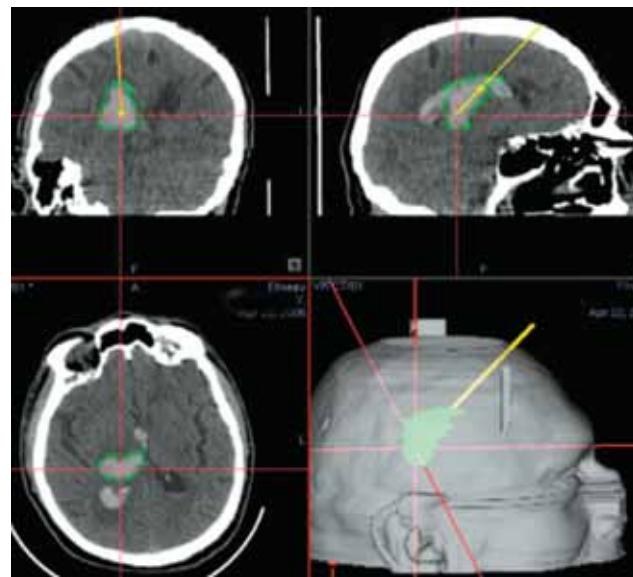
Фотография с экрана безрамной, КТ-совмещенной навигационной станции. Планирование доступа (желтая линия) для пункции и дренирования гематомы неправильной формы, расположенной в функционально значимой зоне.
